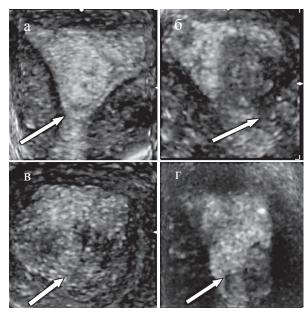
УЗ-томограмма аденокарциномы эндометрия
